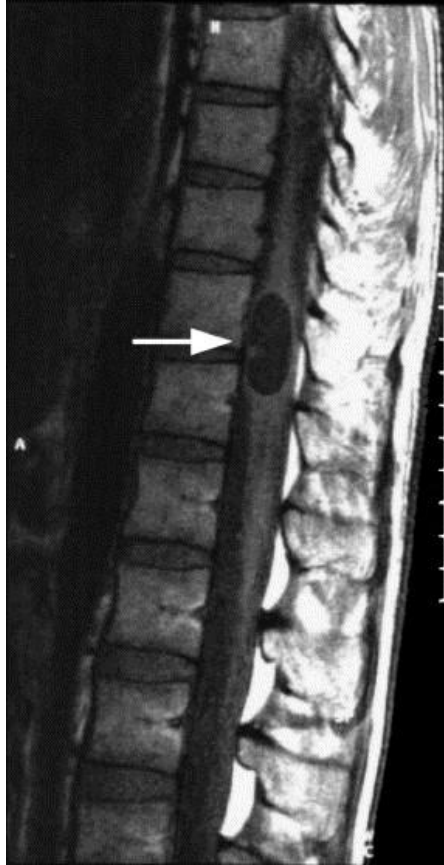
Cysticercose médullaire à l'IRM
